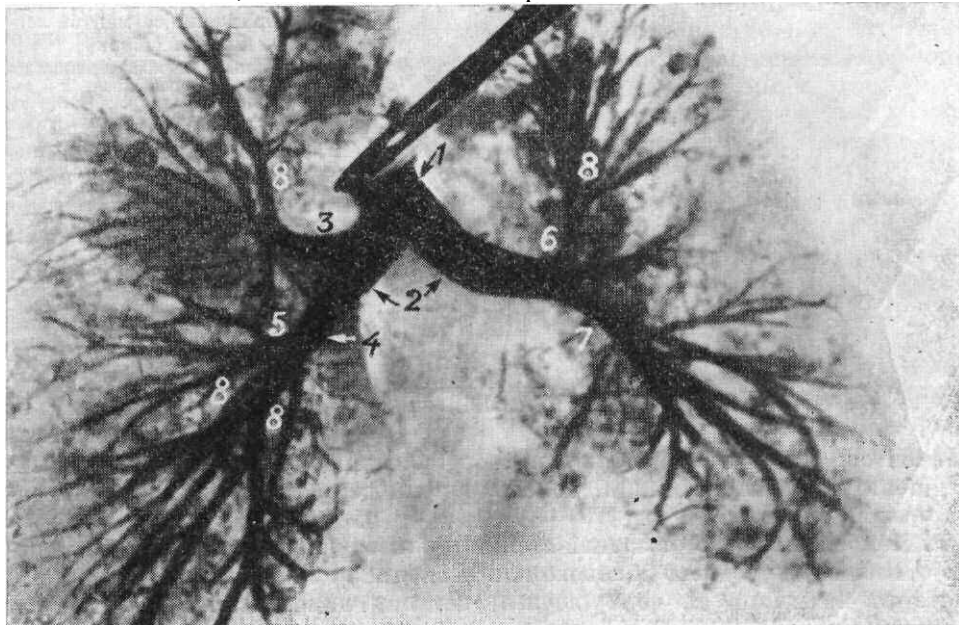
Рентгенограмма препарата трахеи и бронхального дерева с контрастированными бронхами вплоть до дольковых. 1 — трахея; 2 — главные бронхи; 3 — правый верхний долевым бронх; 4 — правый нижний долевым бронх; 5 — правый средний долевым бронх; 6 — левый верхний долевым бронх; 7 — левый нижний долевым бронх; 8 — сегментарные бронхи.
